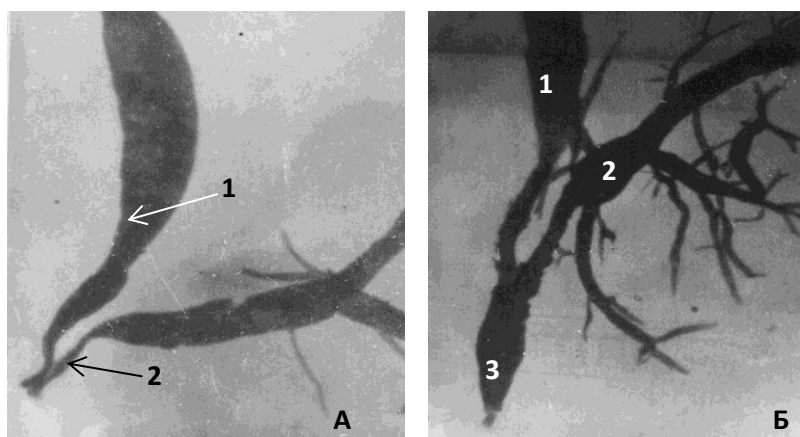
Взаимоотношение между общим желчным и основным протоком поджелудочной железы (фоторентгенограмма): А – раздельное впадение; Б – впадение в общую ампулу.
